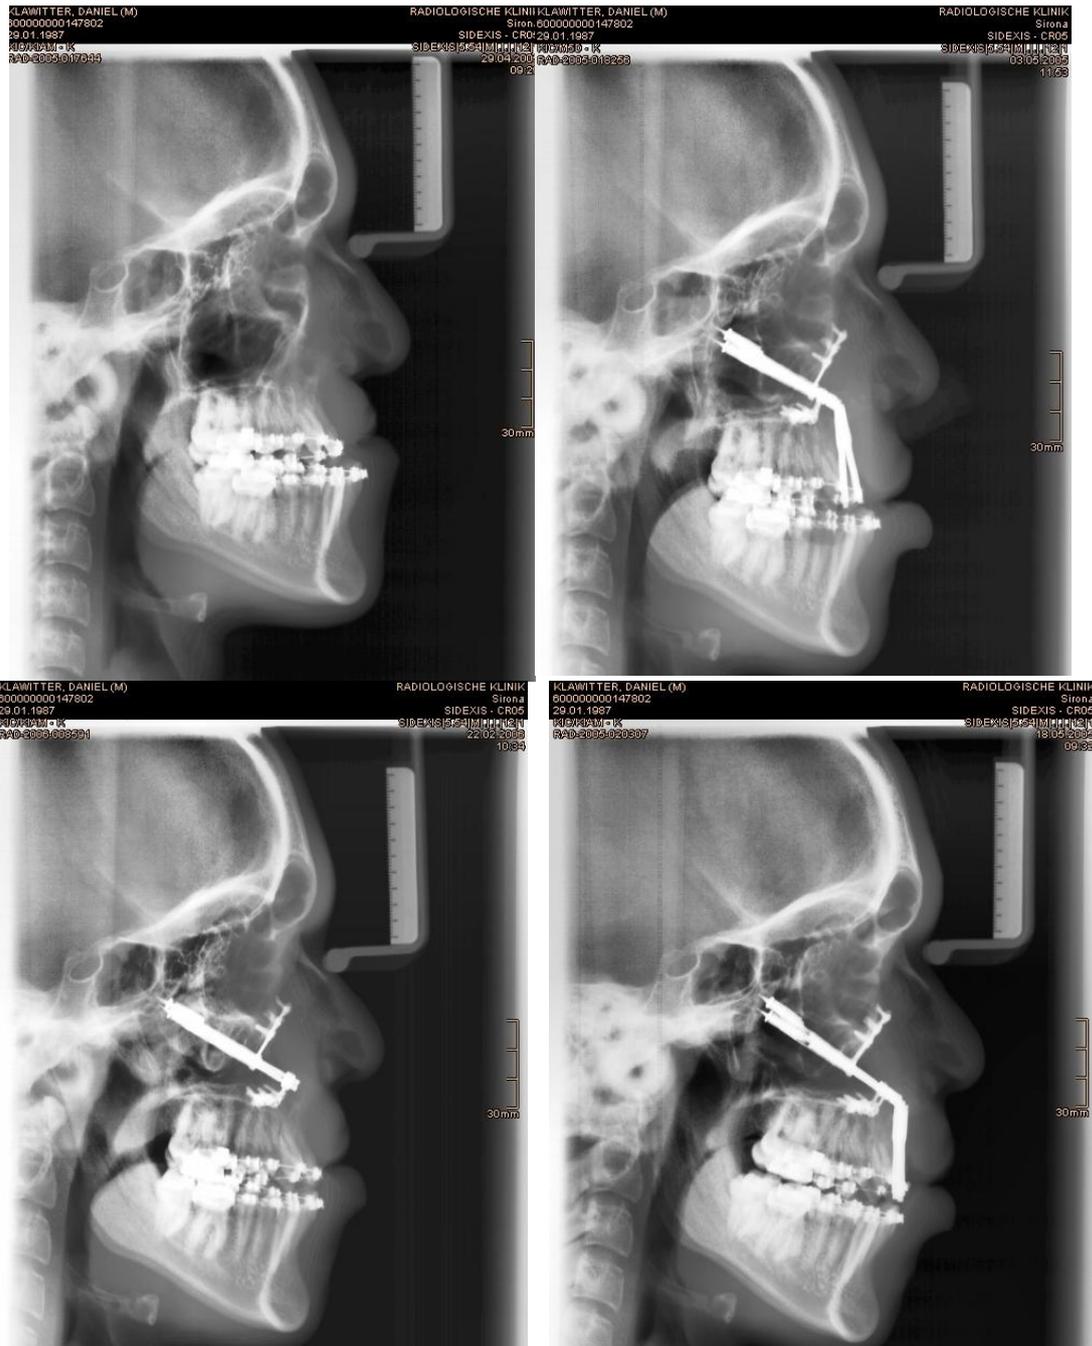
Рентгеновський знімок пацієнта до-, після дистракції і в динаміці спостереження.
